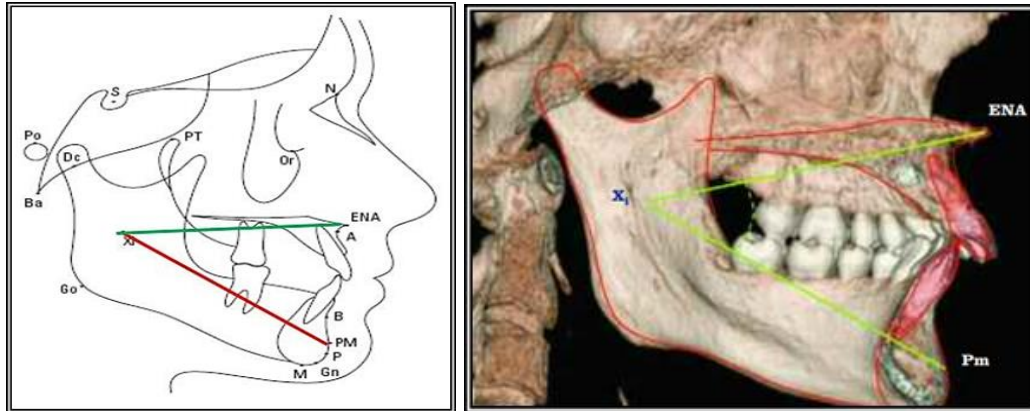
A. (Izquierdo) Trazado de la altura facial inferior: ángulo formado entre el eje del cuerpo mandibular (Xi-Pm) en color rojo y la línea que forma el centro geométrico mandibular con la espina nasal anterior (Xi-ENA) en color verde. B. (Derecho) Tomografía axial computarizada 3D, mostrando en color amarillo el ángulo facial inferior, color rojo el contorno de la mandíbula, maxilar e incisivos superior e inferior.⁷⁰
